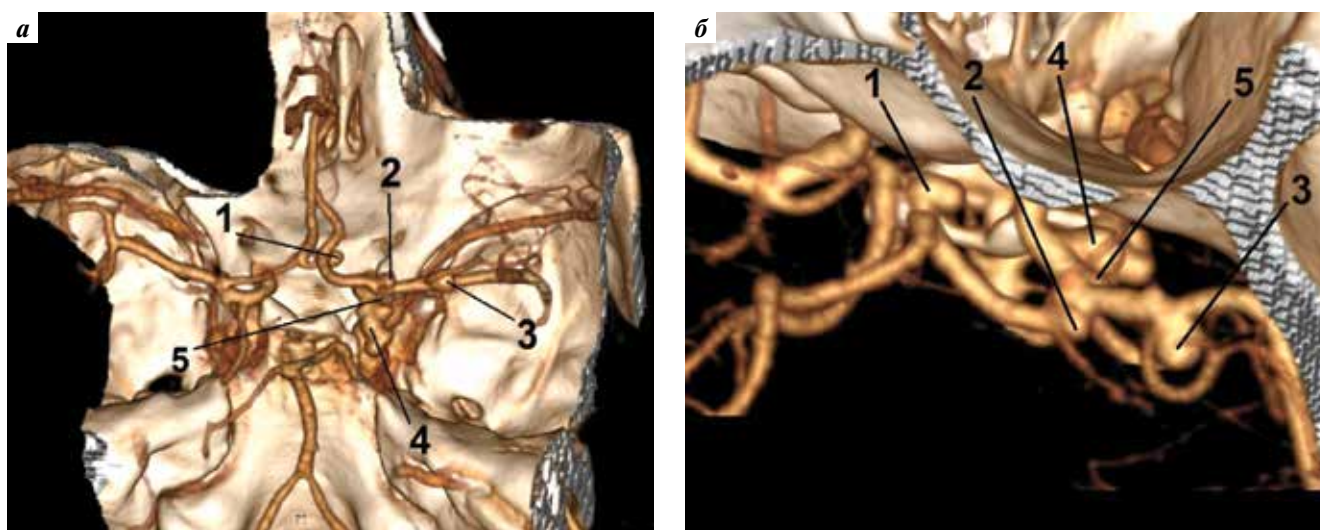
КТ-ангиография сосудов головного мозга пациентки В. при поступлении, 3D-реконструкция (а, б): 1 – аневризма ПСА; 2 – аневризма развилки правой ВСА; 3 – аневризма развилки М1-сегмента правой СМА; 4 – аневризма коммунікантного отдела правой ВСА; 5 – милиарная аневризма ворсинчатого сегмента правой ВСА
